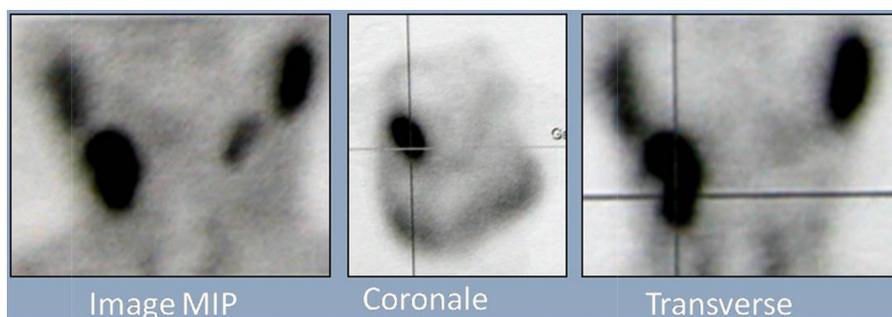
Hyperfixation intense jugulo-carotidienne droite au-dessous de la glande parotid sur les coupes tomoscintigraphiques.
